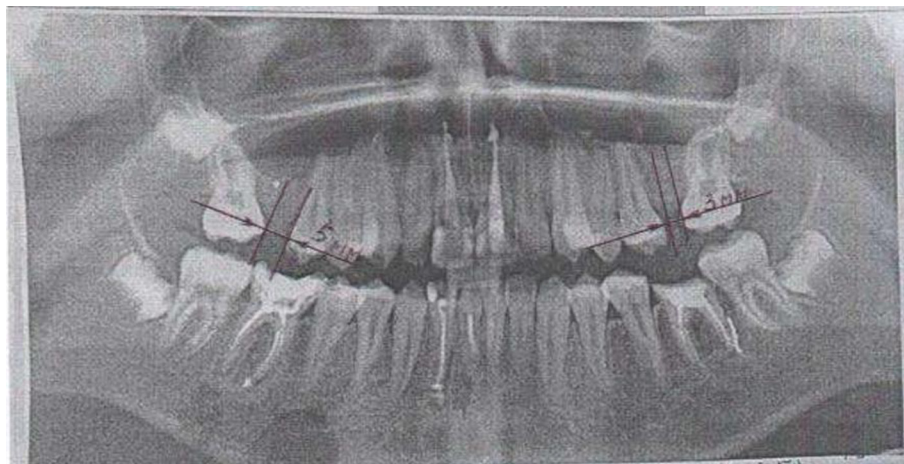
Діагностична ортопантограма рентгенологічного дослідження пацієнта П., після видалення 16 зуба через 1 рік і 26 зуба – через 2 роки
